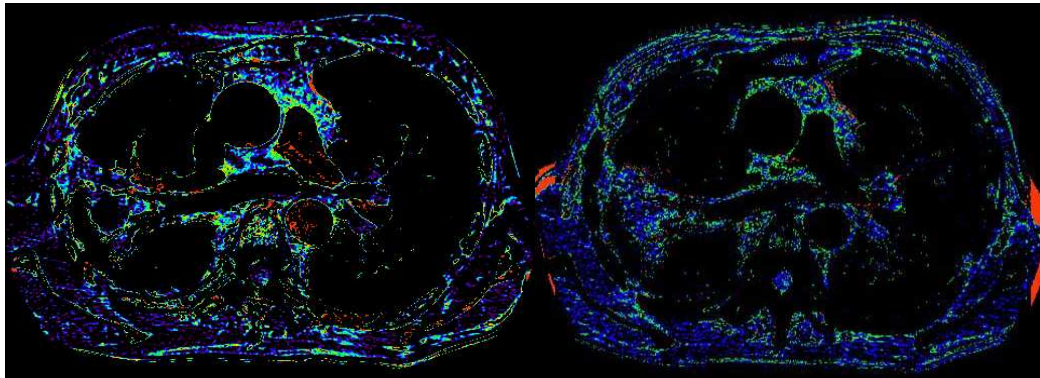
A 65-year-old man with lung cancer had worked as a coal miner for 25 years. Lung window of CT scan shows multiple well-defined nodules, PMF, and paraseptal emphysema in both upper lobes, and densely calcified lymph nodes in the mediastinum(A). Mediastinal window of postcontrast CT scan shows asymmetric, heterogeneous enhancing mass in left lower lobe(B). Volume map shows red color caused by high perfusion(C). Washout map shows red color caused by intense washout(D).
